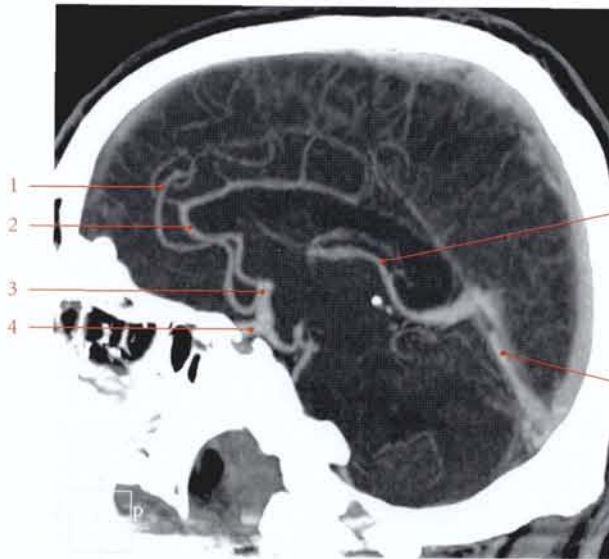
Angio-TDM : coupe sagittale
